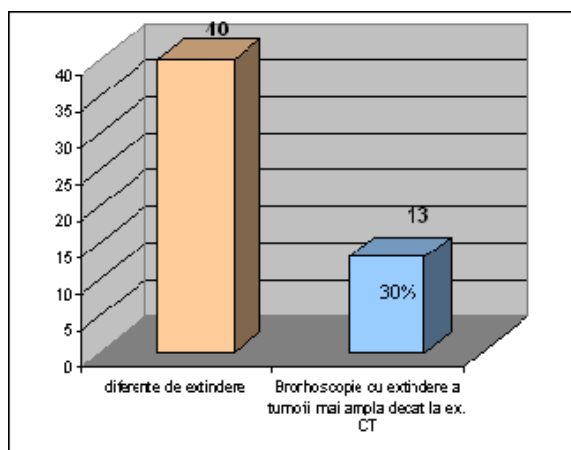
Bronhoscopie cu extindere a tumorii mai amplă decât la ex. CT
